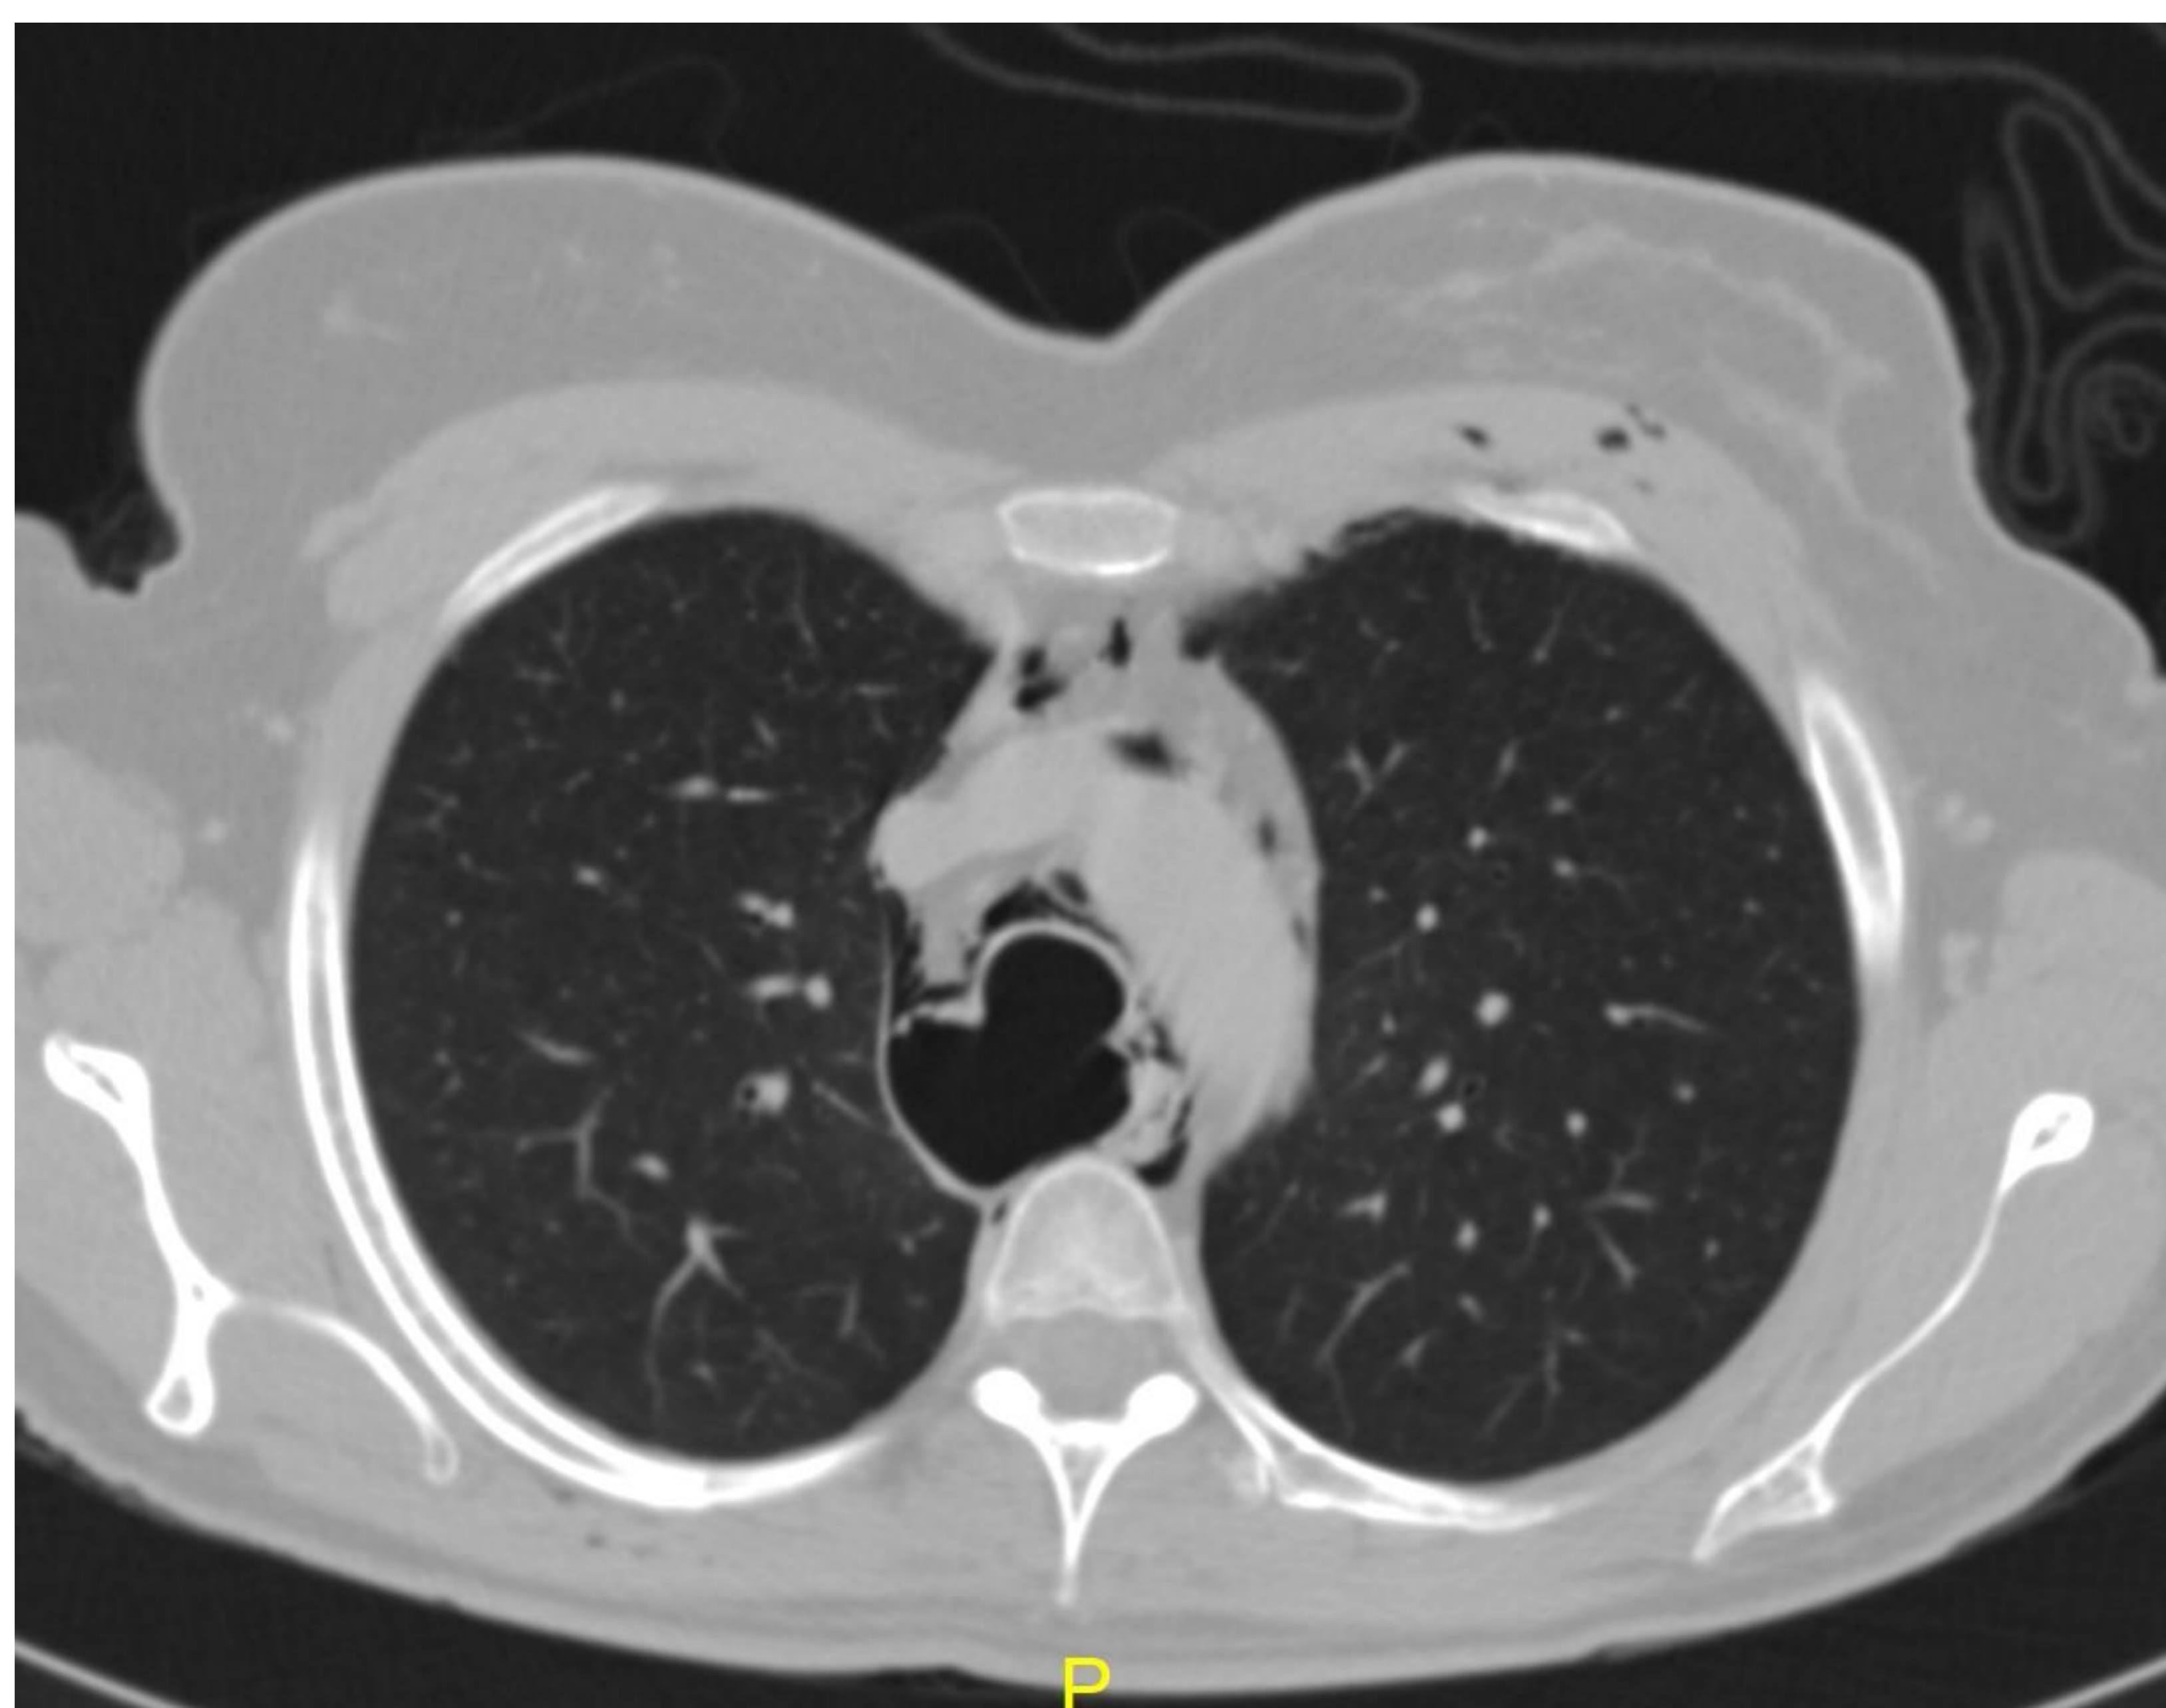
TC que muestra distensión de la membrana posterior de la tráquea, con rotura y neumomediastino asociado.
